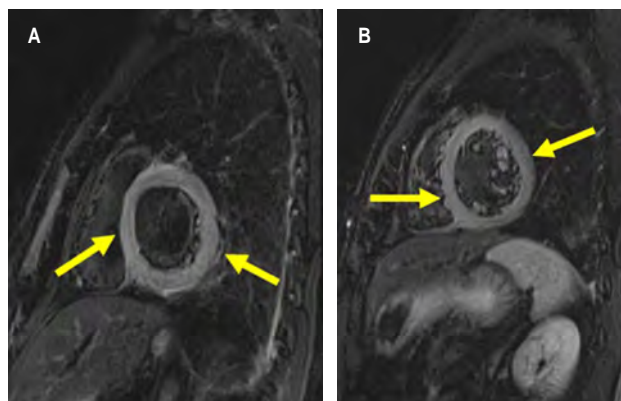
Resonancia magnética cardiaca. T2 triple inversión recuperación (TIR), A) eje corto y B) medio. Incremento en señal T2 del miocardio del VI forma difusa compatible con edema (flechas). Incremento significativo en la relación señal T2 miocardio/músculo estriado de 4.6 (normal < 1.9).
